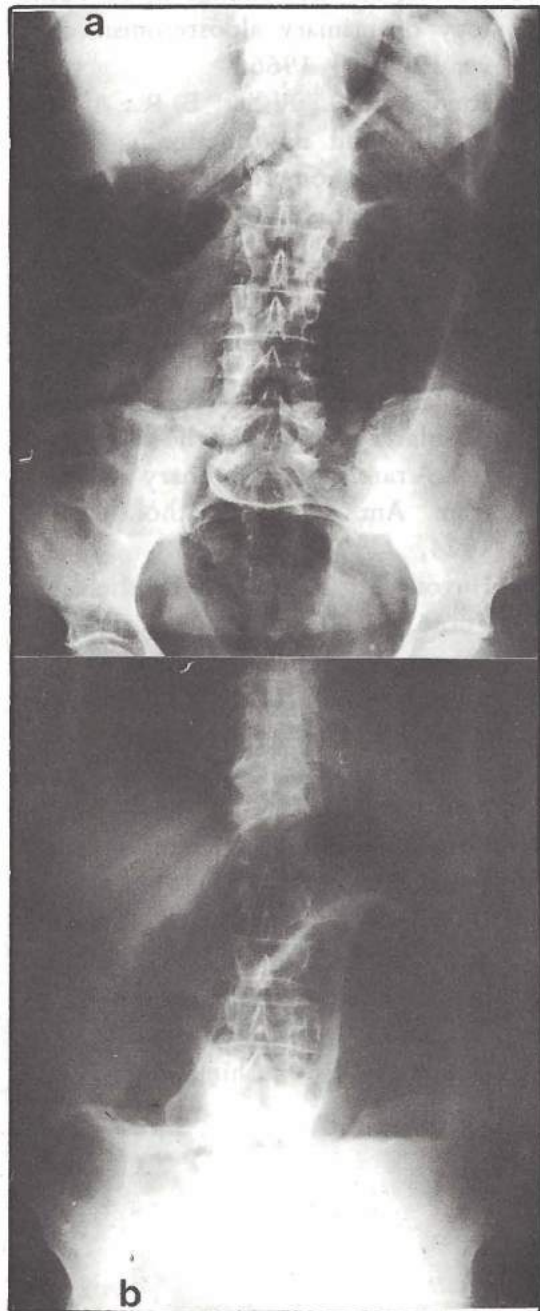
a) Radiografía simple del abdomen en decúbito dorsal; b) Radiografía simple del abdomen de pie.
